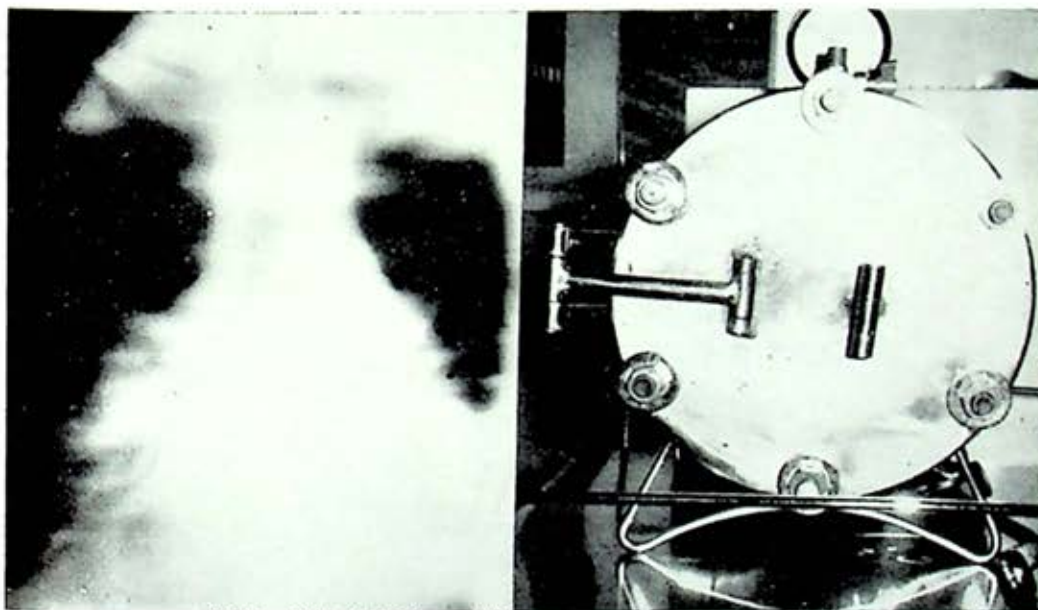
Tomografía frontal oblicua de una mujer de 24 años con estenosis extensa de la tráquea por fibrosis inespecífica.
